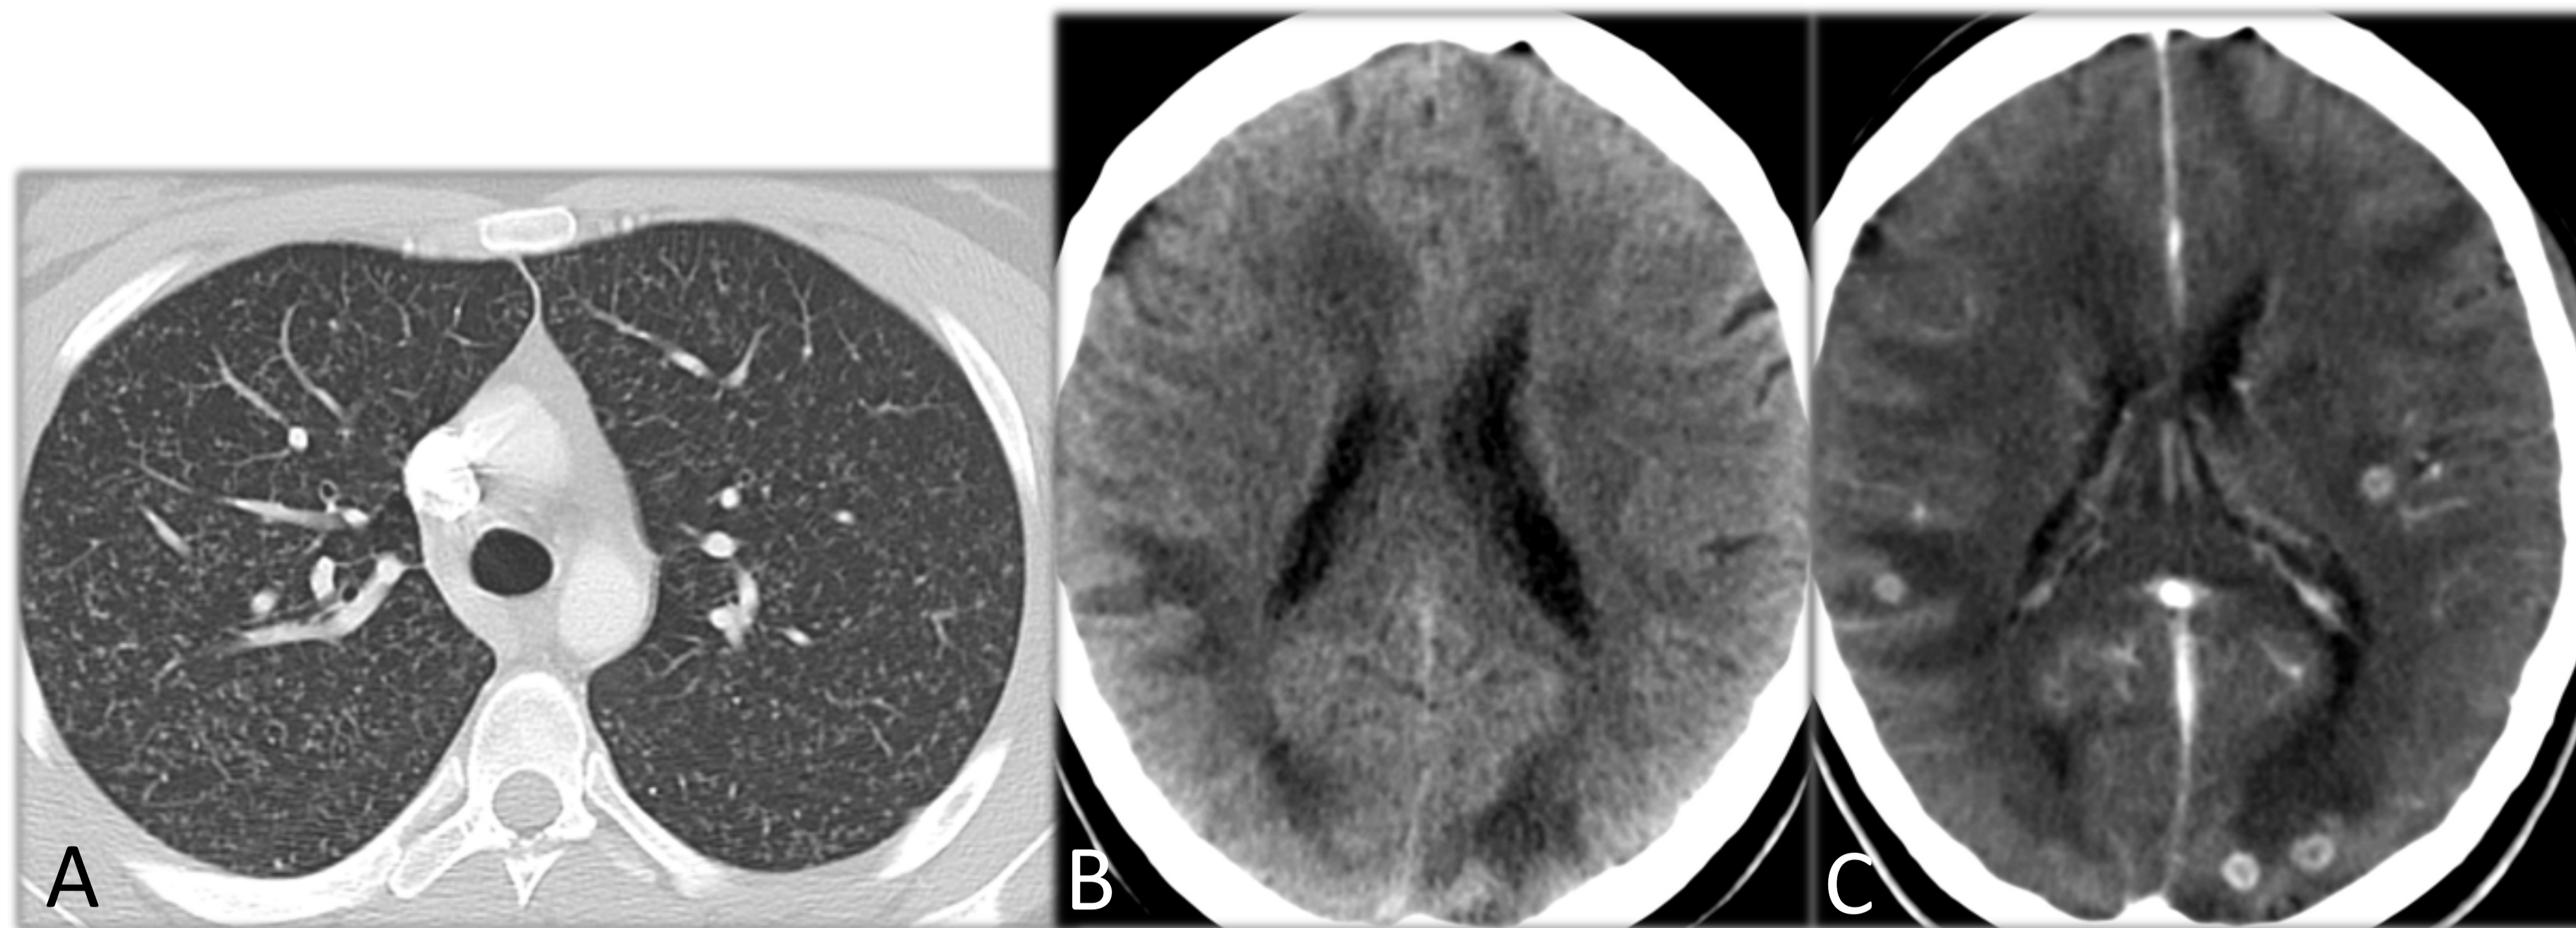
TUBERCULOSIS MILIAR Y TUBERCULOMAS CEREBRALES. A: TC torácica: patrón micronodular difuso bilateral en relación con TBC miliar. B: TC sin CIV: Hipodensidad en sustancia blanca. C: TC con CIV. Múltiples lesiones ocupantes de espacio intraaxiales con moderado edema asociado, que presentan realce anular.
